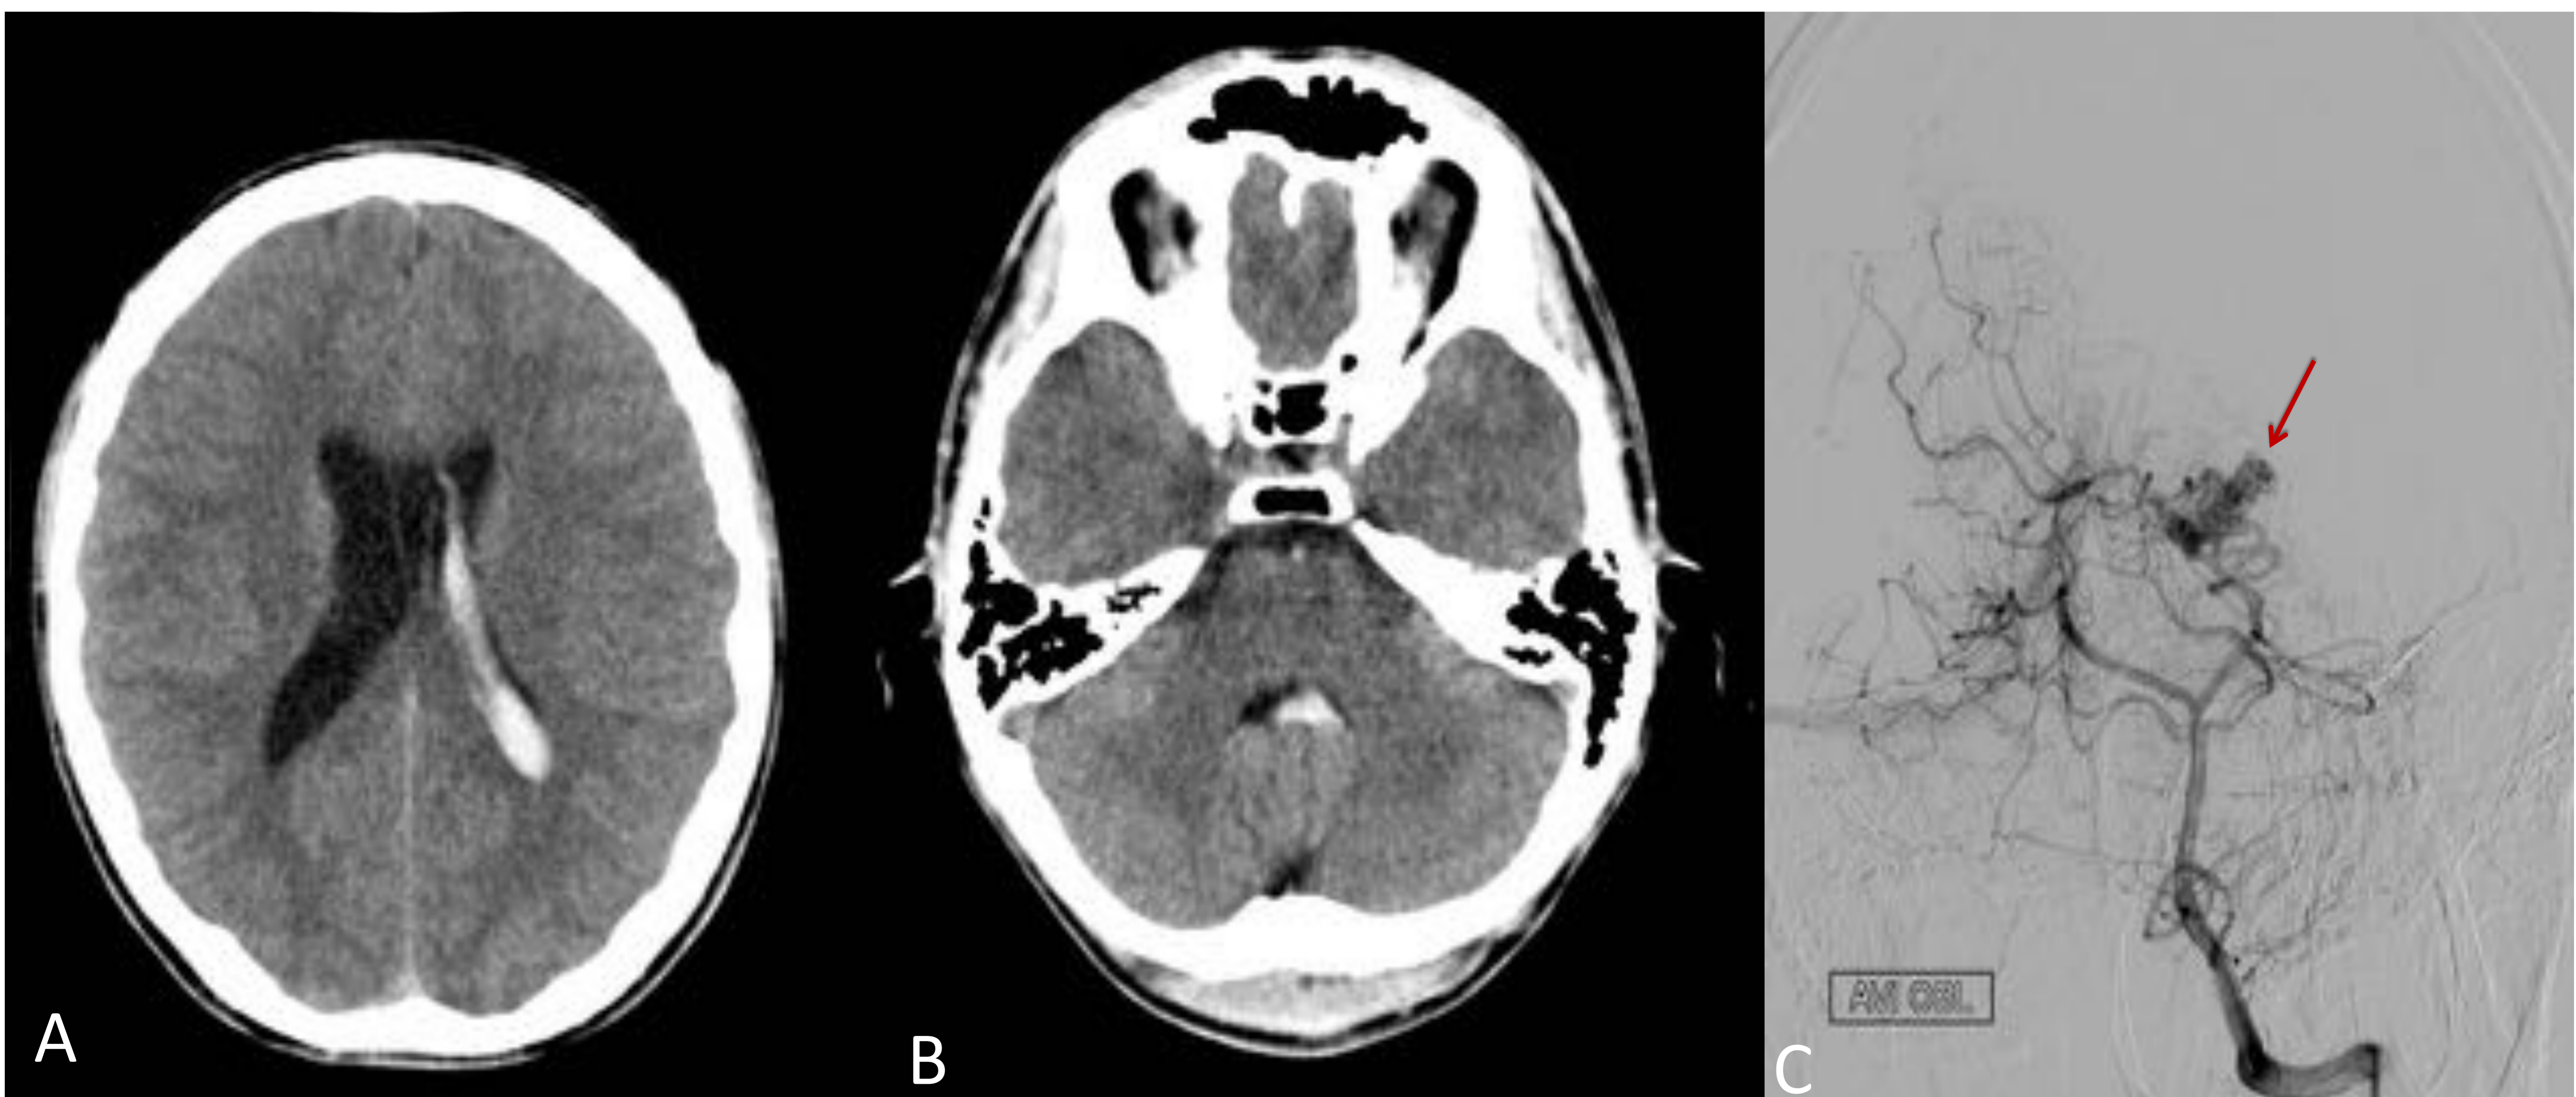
Varón de 19 años HIV pura secundario a MAV pial de localización superficial occipito temporal medial izquierdo.. A) y B) TC sin CIV donde se observa hemoventriculo supra e infratentorial . C) Arteriografía cerebral donde se observa un pequeño nido de MAV pial (flecha roja).
